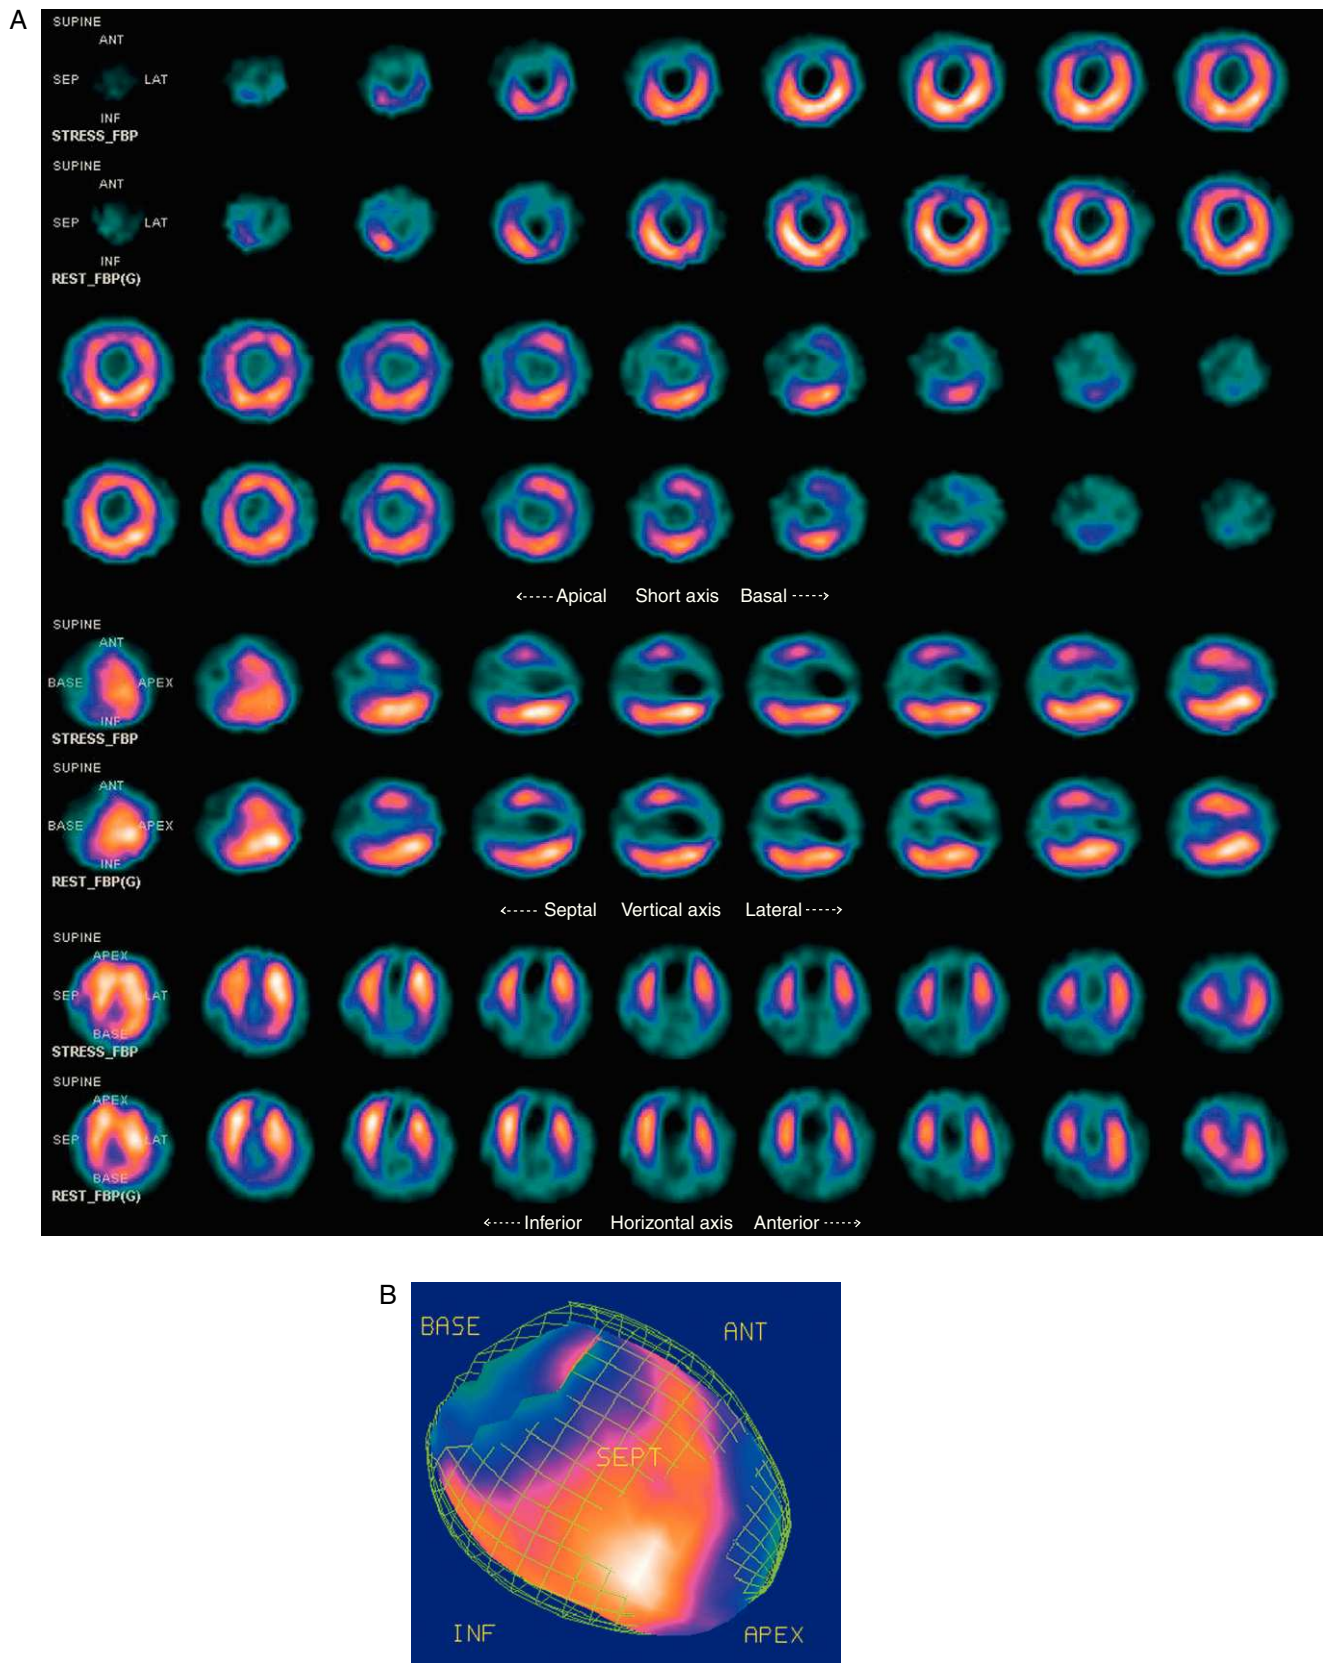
GATED-SPECT de perfusión miocárdica. A) Ventrículo izquierdo de aspecto dilatado y un defecto intenso y extenso anteroapical con muy ligera reperusión en las imágenes de reposo. B) Movimiento paradójico del septum, función sistólica deprimida e hipocinesia apical.
